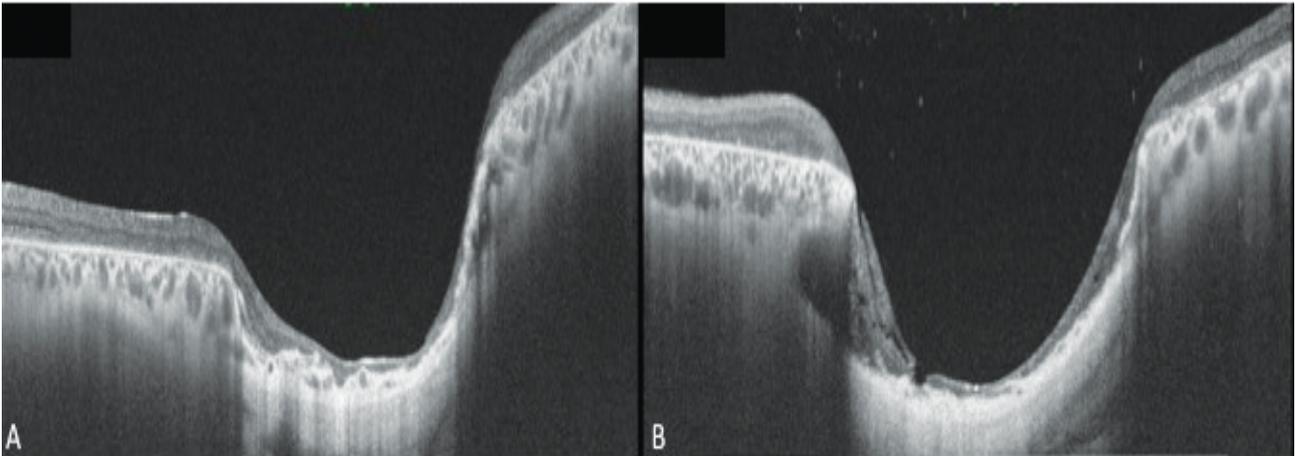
Tomographie par cohérence optique swept-source : dépression maculaire en cratère avec atrophie rétinienne, disparition de l'épithélium pigmentaire et de la choroïde et persistance de quelques gros vaisseaux choroïdiens. Présence d'une atrophie des couches rétinienne externes en périlésionnel.
